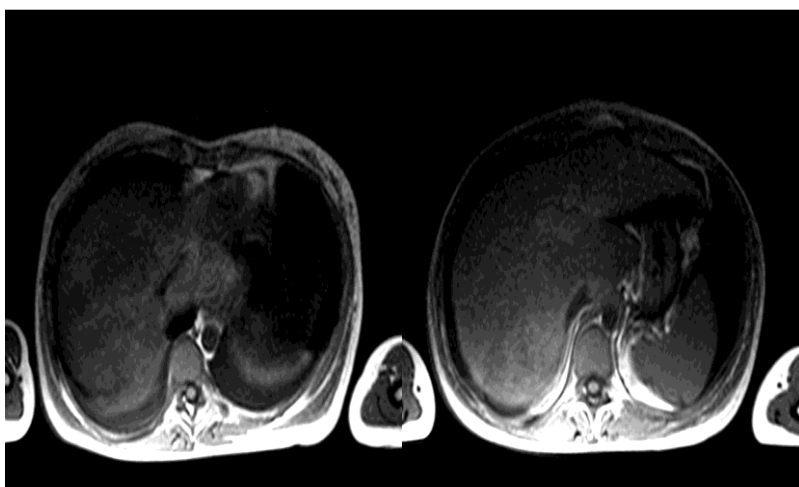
Resonancia Magnética a nivel T2 donde se reportan: enfermedad sinusoidal hepática, secundaria a obstrucción probable de la vena porta y venas hepáticas, síndrome
